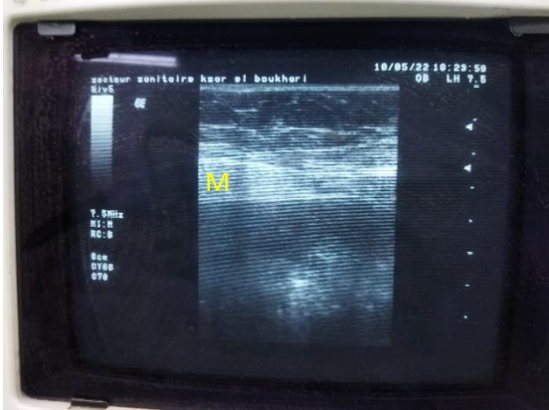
coupe échographique de la paroi abdominale. M : muscle grand droit.
